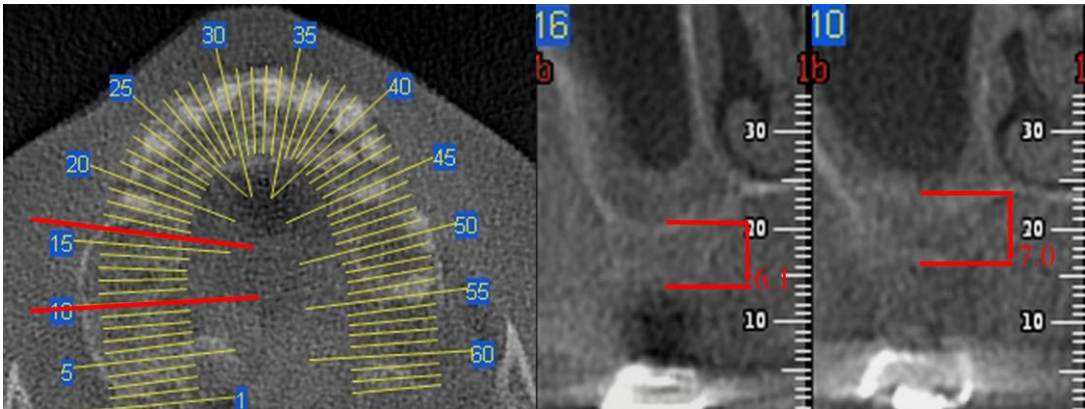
TC preoperatoria che evidenzia una altezza ossea residua variabile fra 6 e 7 mm.
